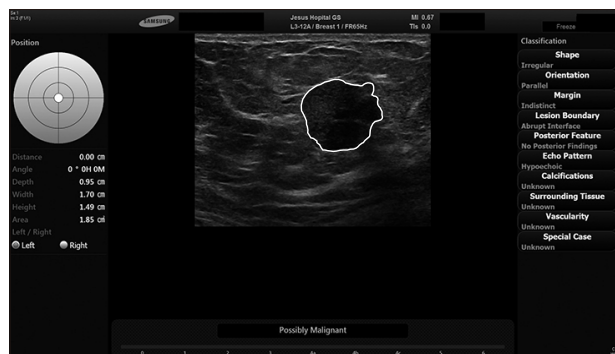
A 65-year-old woman with left breast mass on B-mode ultrasound. S-Detect™ concluded that it is "Possibly Malignant" based on features of the lesion listed on the right column.
